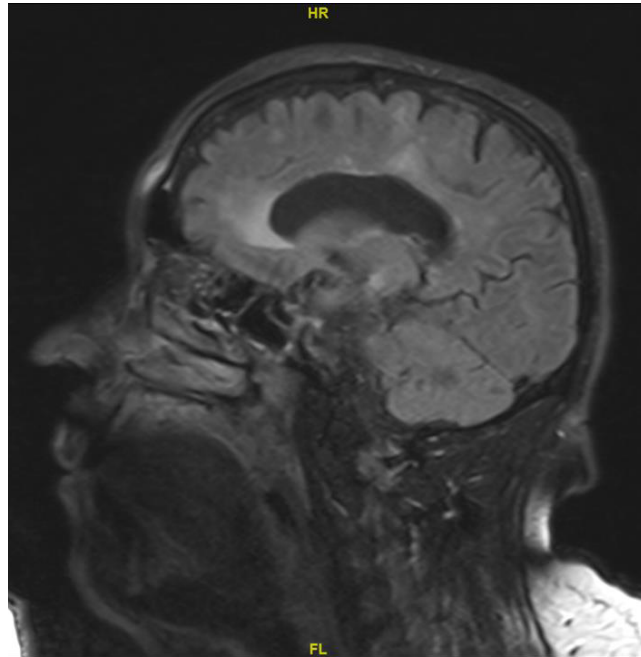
RM cerebral secuencia FLAIR. Plano sagital. Lesión hiperintensa en tálamo derecho.
